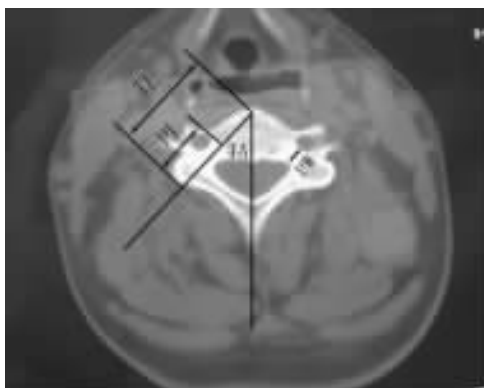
在成人颈椎 CT 图像上测量椎弓根通道全长(TL)、椎弓根长度(PL)、椎弓根宽度(PW)、椎弓根内倾角(TA)
